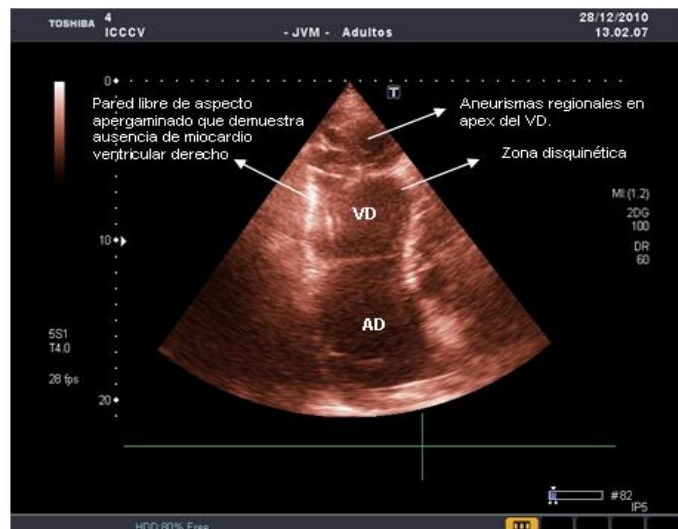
Ecocardiograma transtorácico. Vista apical. Ausencia de miocardio del VD, paredes de aspecto apergaminado, zonas disquinéticas y aneurismas regionales en el apex. VD: ventrículo derecho, AD: aurícula derecha. Imagen tomada, con permiso, de Rev Fed Arg Cardiol. [2012; 41(1): 59-60]¹⁰.
